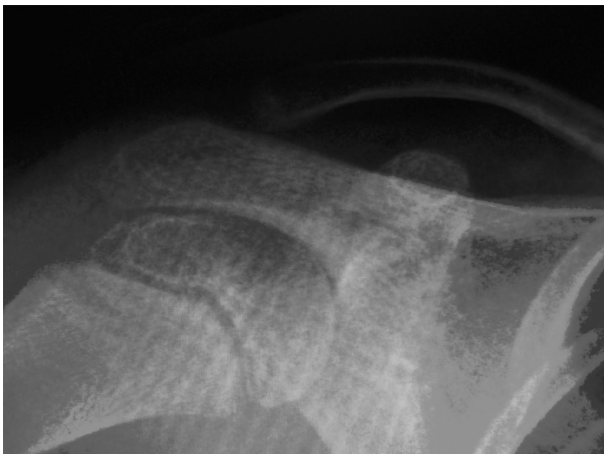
radiografía simple del hombro izquierdo. No se aprecia ninguna lesión ósea.
